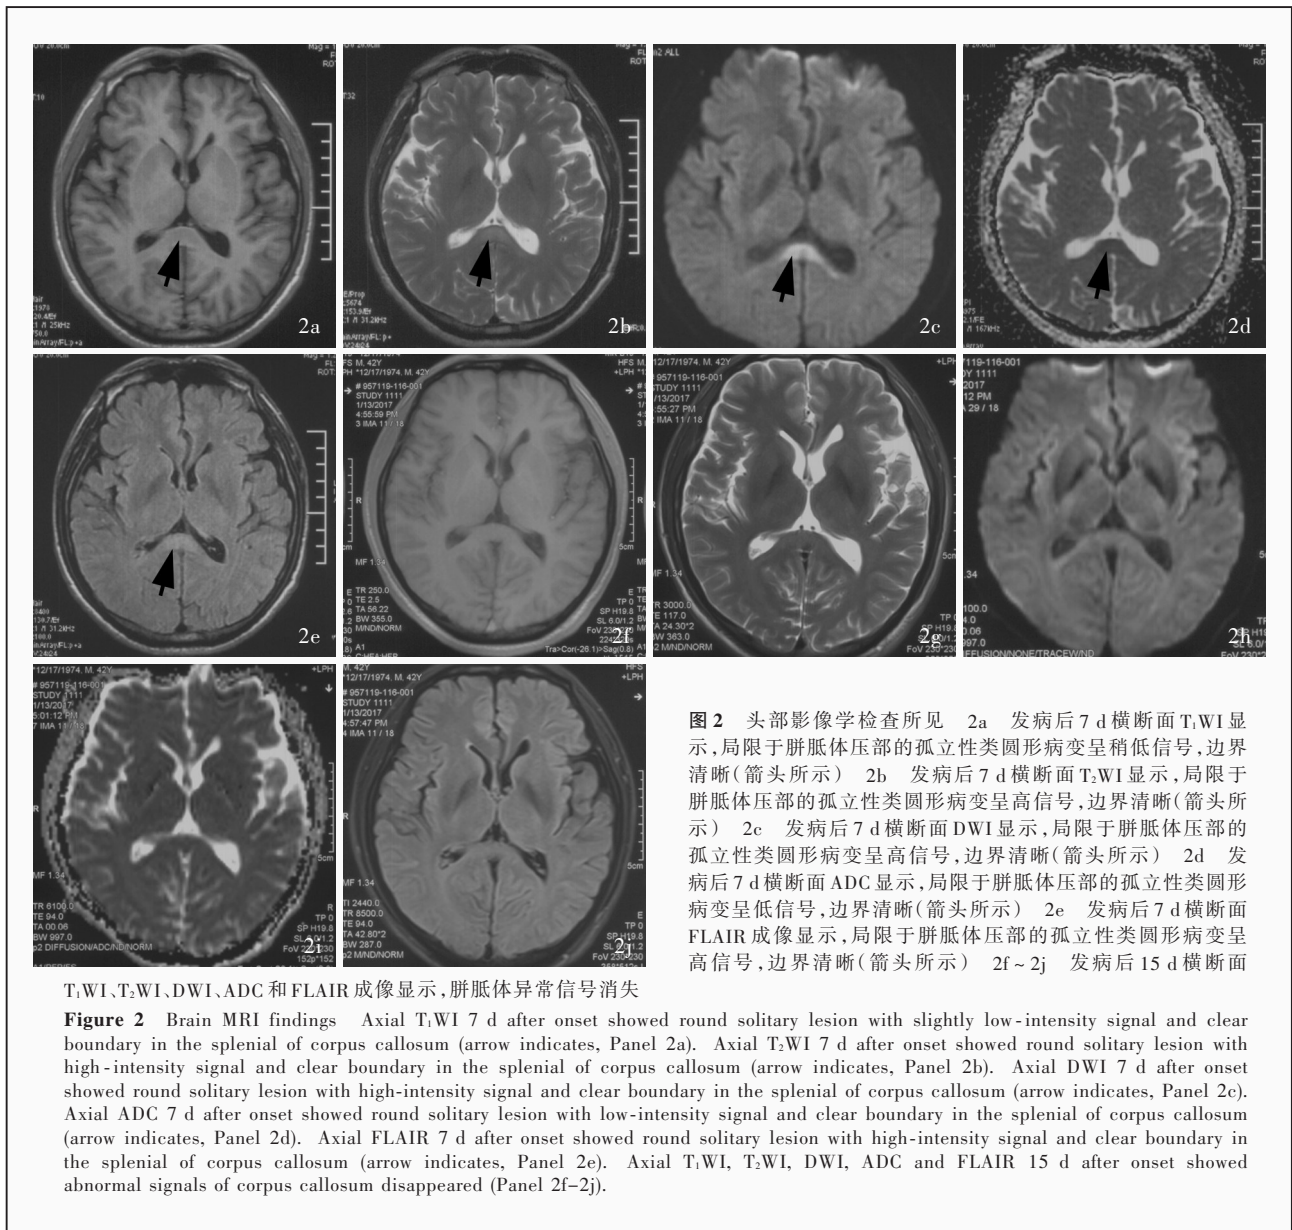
头部影像学检查所见 2a 发病后 7 d 横断面 T₁WI 显示,局限于胼胝体压部的孤立性类圆形病变呈稍低信号,边界清晰(箭头所示) 2b 发病后 7 d 横断面 T₂WI 显示,局限于胼胝体压部的孤立性类圆形病变呈高信号,边界清晰(箭头所示) 2c 发病后 7 d 横断面 DWI 显示,局限于胼胝体压部的孤立性类圆形病变呈高信号,边界清晰(箭头所示) 2d 发病后 7 d 横断面 ADC 显示,局限于胼胝体压部的孤立性类圆形病变呈低信号,边界清晰(箭头所示) 2e 发病后 7 d 横断面 FLAIR 成像显示,局限于胼胝体压部的孤立性类圆形病变呈高信号,边界清晰(箭头所示) 2f~2j 发病后 15 d 横断面
